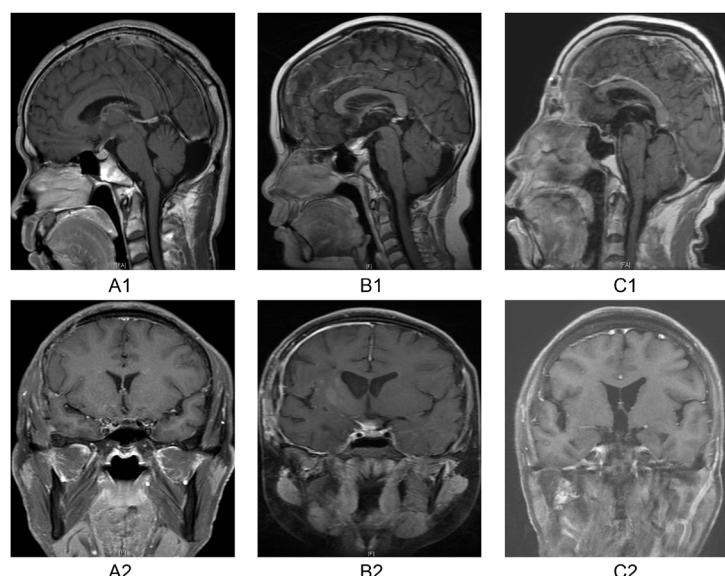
A2：Puget 0 级 颅脑 MRI 矢状位、冠状位均未见下丘脑损伤；图 B1、B2：Puget 1 级 颅脑 MRI 矢状位、冠状位可见鞍上残留少许肿瘤；图 C1、C2：Puget 2 级 颅脑 MRI 矢状位、冠状位可见下丘脑前界及下界损伤严重。
